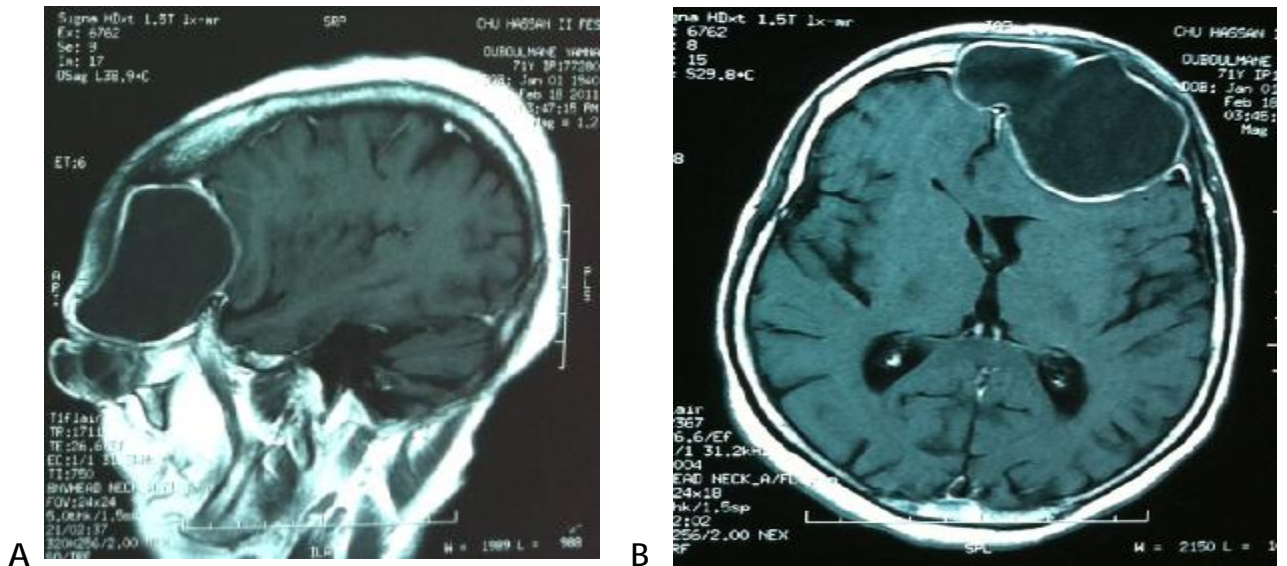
IRM cérébrale en coupe sagittale (A) et axiale (B), T1 injectée, en faveur d'une mucocèle frontale, hyposignal en T1 (mucocèle jeune), étendue vers la cavité orbitaire et en endocrânien. Iconographie CHU Hassan II Fès.
